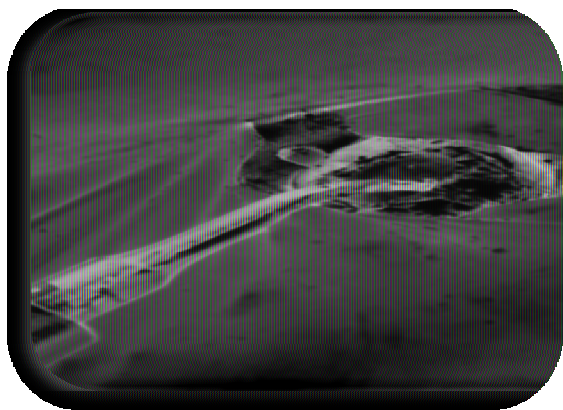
la dépose du tenon à l'aide des ultrasons
